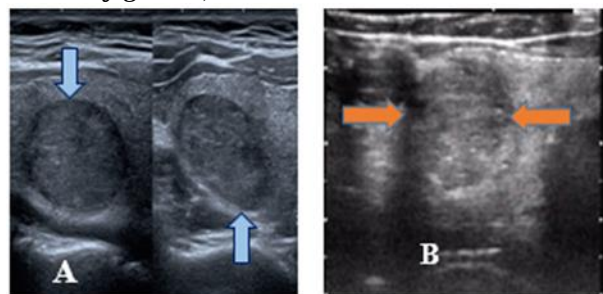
échographie thyroïdienne
